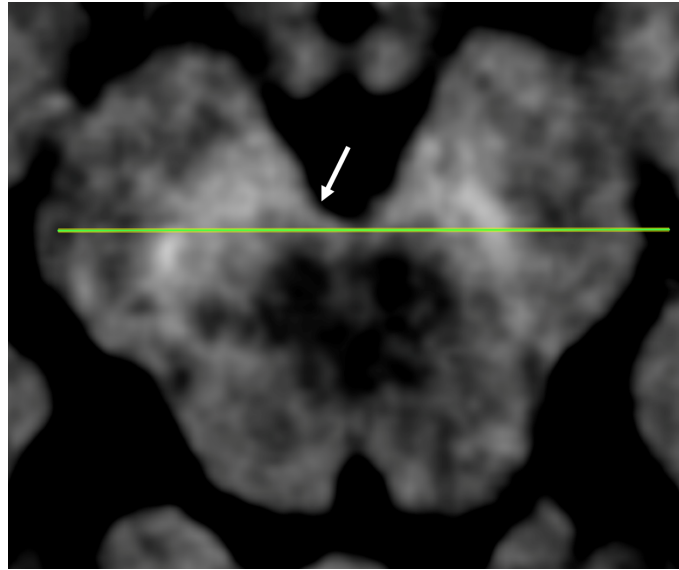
IRM sensível à neuromelanina, com a localização do segmento de recta coincidente com a fossa cisterna interpeduncular (seta), para marcação do *seed point* necessário à segmentação da área da *substantia nigra*.
